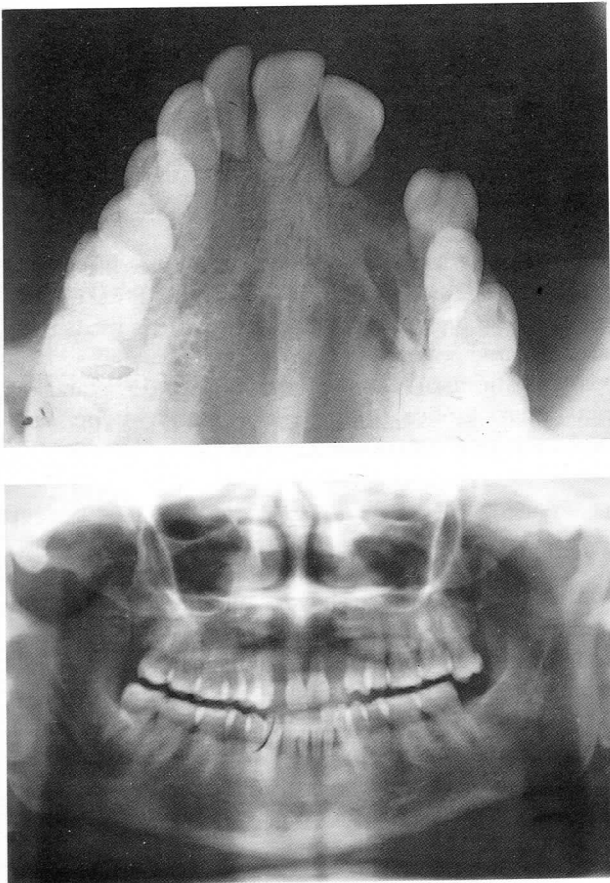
Radiografías oclusal, periapical y ortopantomografía de nuestro caso clínico.
